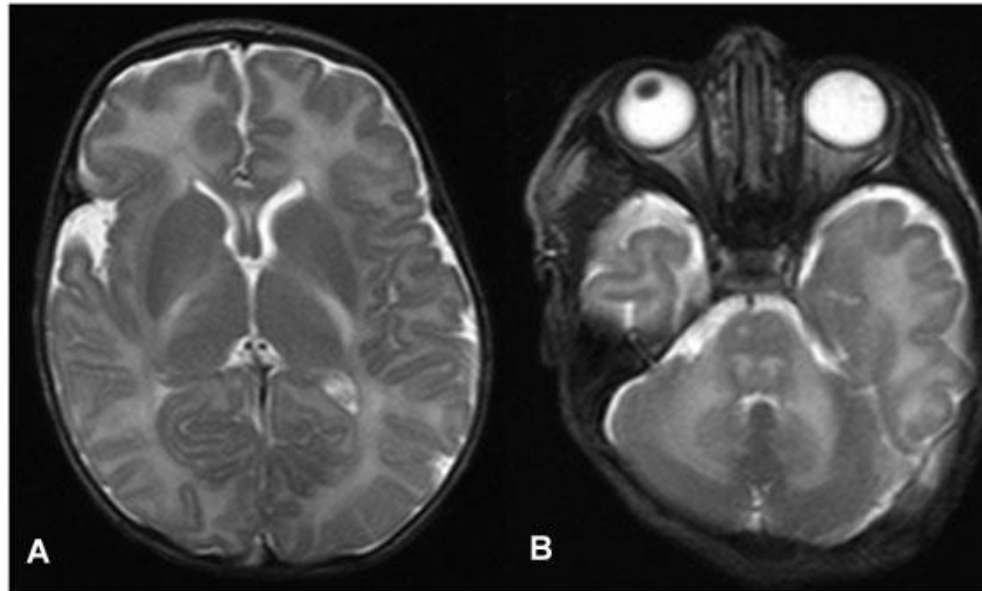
Conventional T2 magnetic resonance image demonstrating (A) bilateral hyperintense lesions at internal capsule and (B) hyperintense lesions in brainstem
